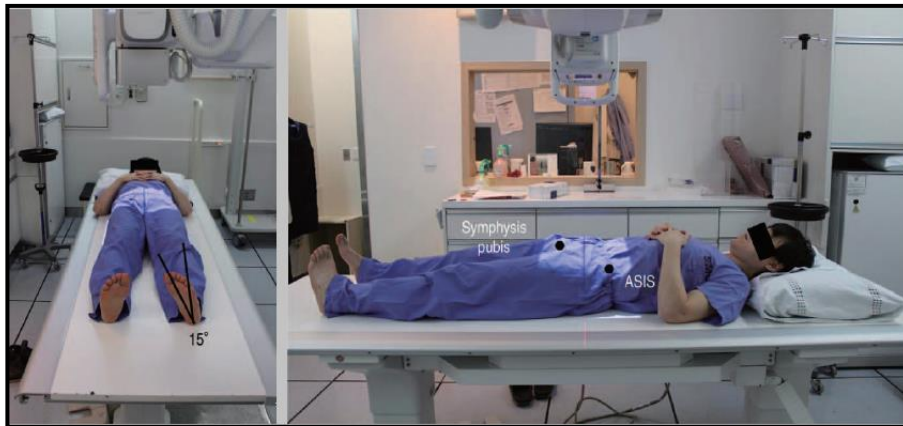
Radiografia AP. Adaptado de (34).
